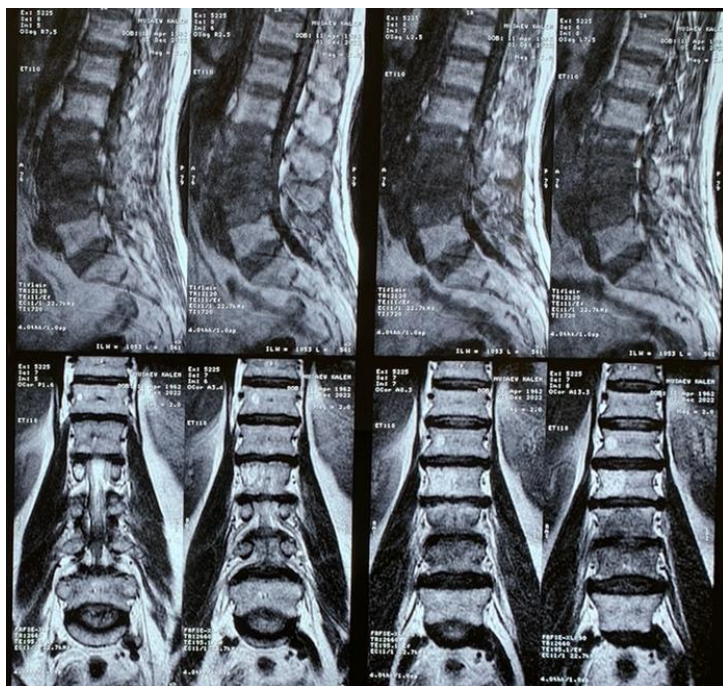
Мужчина 60 лет, житель села, чабан. МРТ ПОП - признаки спондилодисцита на уровне L3-L4 с образованием натёчника по заднему контуру L4 позвонка (не исключается специфического характера – бруцеллёз? туберкулёз?). Циркулярная протрузия межпозвонковых дисков L2-L3, L3-L4, L4-L5 с компрессией дурального мешка, сужением межпозвонковых отверстий. Гемангиома тел L1, L2 позвонков. Туберкулезный спондилит исключен.
